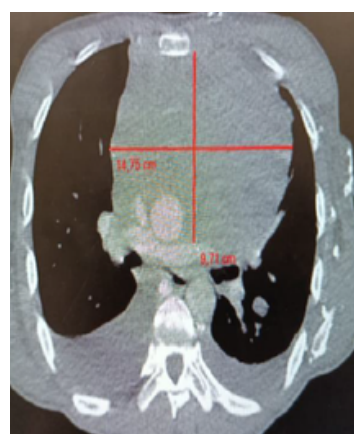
TDM cervico-thoracique, fenêtre parenchymateuse, coupe axiale montrant une masse au niveau de la loge thymique mesurant 14,75 x 9,71 cm
